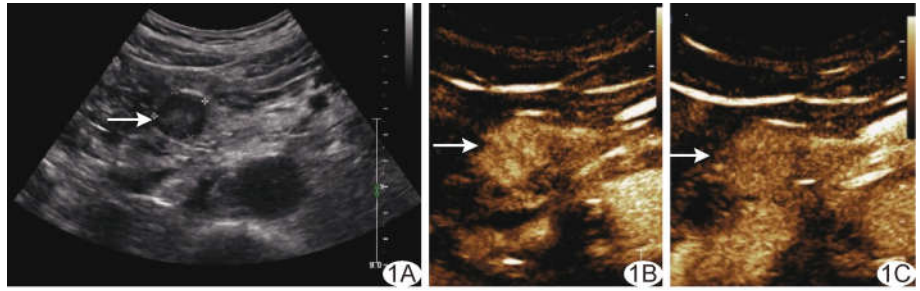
ccRCC-PM 患者,男,48 岁 A. 二维超声声像图示胰头病灶形态规则、边界清晰；B、C. CEUS 动脉期(B)及静脉期(C)均表现为高增强 (箭示病灶)
